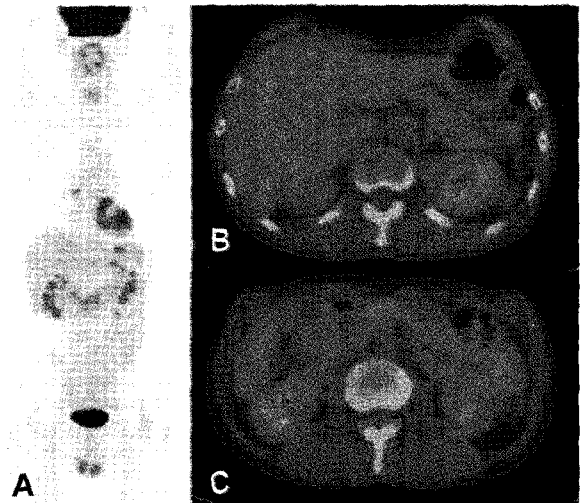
F-18 FDG PET/CT, followed by treatment with anti-tuberculosis drugs for 10 months, shows disappearance of pathologic hypermetabolic foci at intraabdominal area (A PET, B-C PET/CT).
